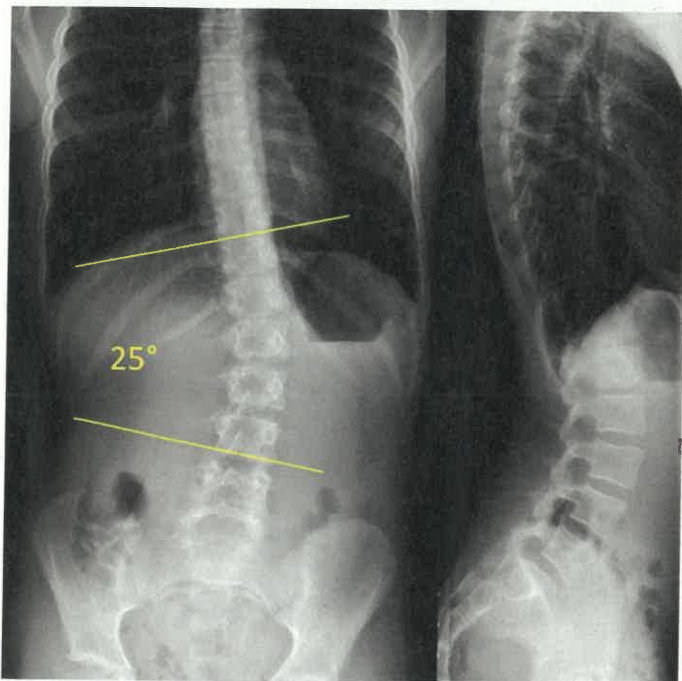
Röntgenbild der Wirbelsäule ap/seitlich im Stehen eines prämenarchalen 12,5-jährigen Mädchens mit idiopathischer linkskonvexer lumbaler Skoliose mit einem Cobb-Winkel von 25°, Risser-Stadium 0 und nicht vollständig verschlossenen Y-Fugen des Acetabulums. Die Y-Fugen verschliessen sich üblicherweise vor Risser-Stadium 1 [14].
